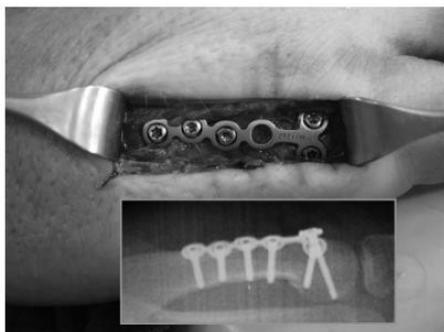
Photographie et radiographie montrant la mini plaque verrouillée mise en place
